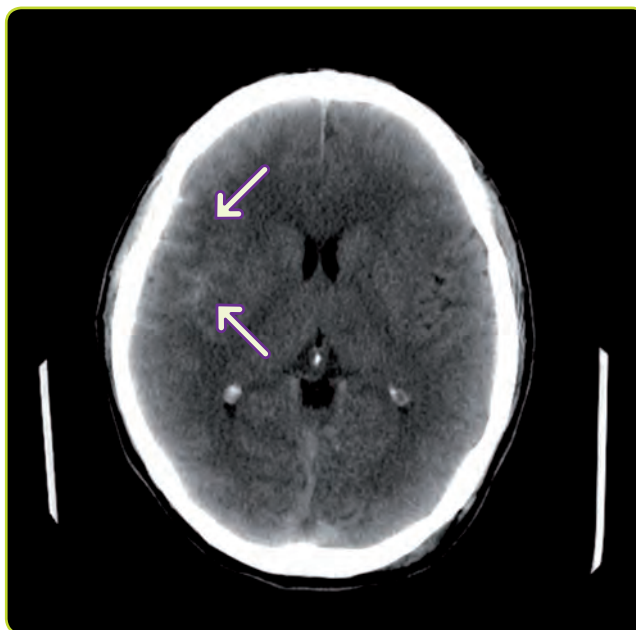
TC cerebral sin contraste ilustrativo de hemorragia subaracnoidea. Obsérvese la hiperdensidad de la sangre en la cisura de Silvio derecha (flechas). Las imágenes hiperdensas a nivel de los ventrículos cerebrales corresponden a calcificaciones fisiológicas de los plexos coroideos y no deben confundirse con sangrados.
